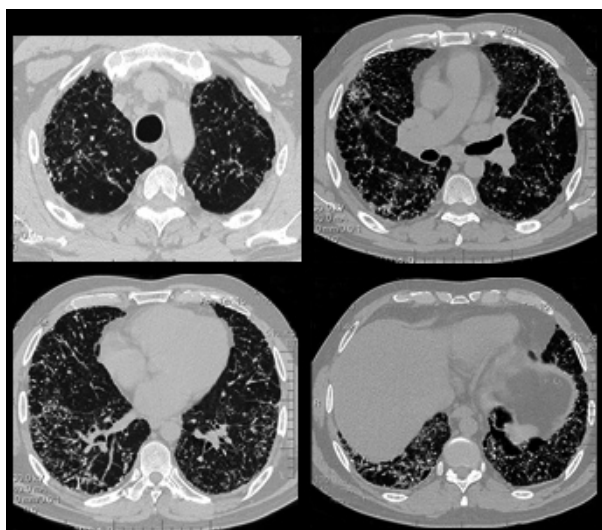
Tomografía de alta resolución de tórax de noviembre de 2010; se observa progresión de infiltrados en comparación con la tomografía previa.
